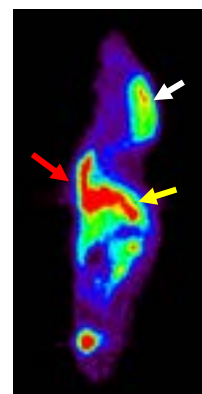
^{18}F -FDG 標識 iPS 細胞を左心室腔内投与 10 分後の PET 画像。赤矢印：肺、黄矢印：肝臓、白矢印：脳
